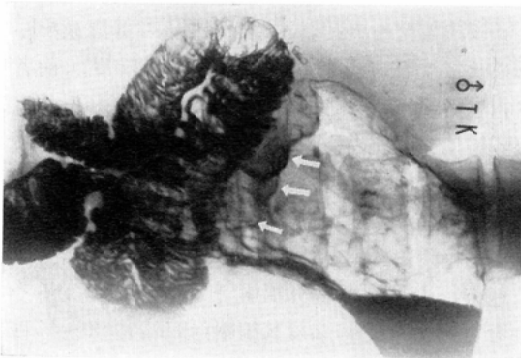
Roentgenogram in left recumbent position (dorso-ventral). As indicated with arrows, elevated process is demonstrated in the stomach, just proximal to the stoma.
